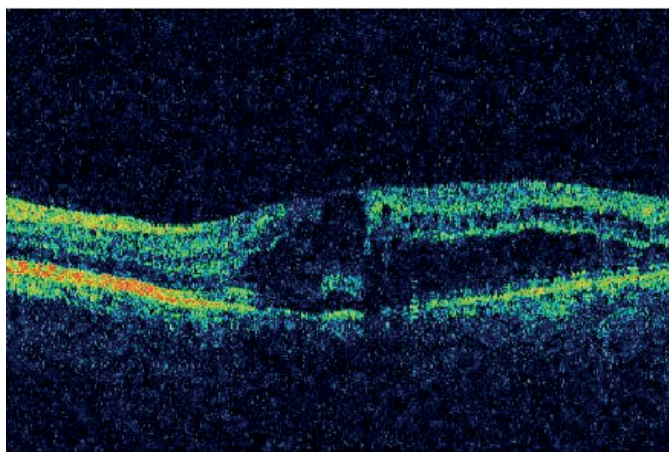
Знімок оптичної когерентної томографії пацієнта з II-ої групи на початку лікування
